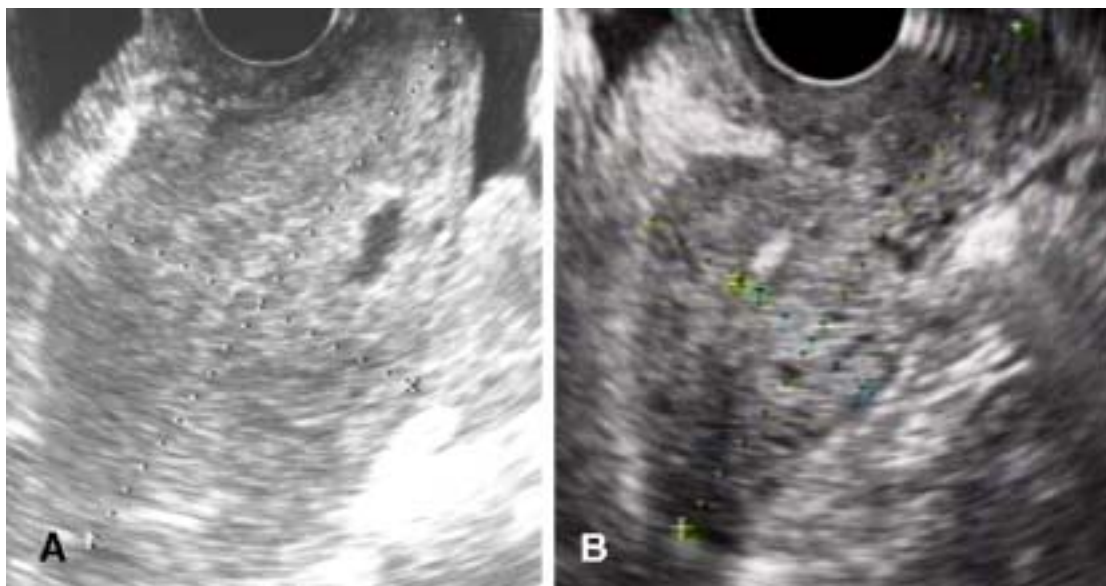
Ultrasonographic findings of uterus during postpartum period. (A) Transvaginal ultrasonography performed on the 15th day postpartum showed an ambiguous lining of endometrial cavity, a mixed echoic uterine body, and a cystic change at the posterior wall. The uterus was measured as 9.9×5.7 cm in size. (B) Six months later, the cystic change in the uterine wall became no longer visible, and endometrial lining was clearly defined together with prominent serosal surface. The uterine size was decreased to 7.6×3.4 cm.
